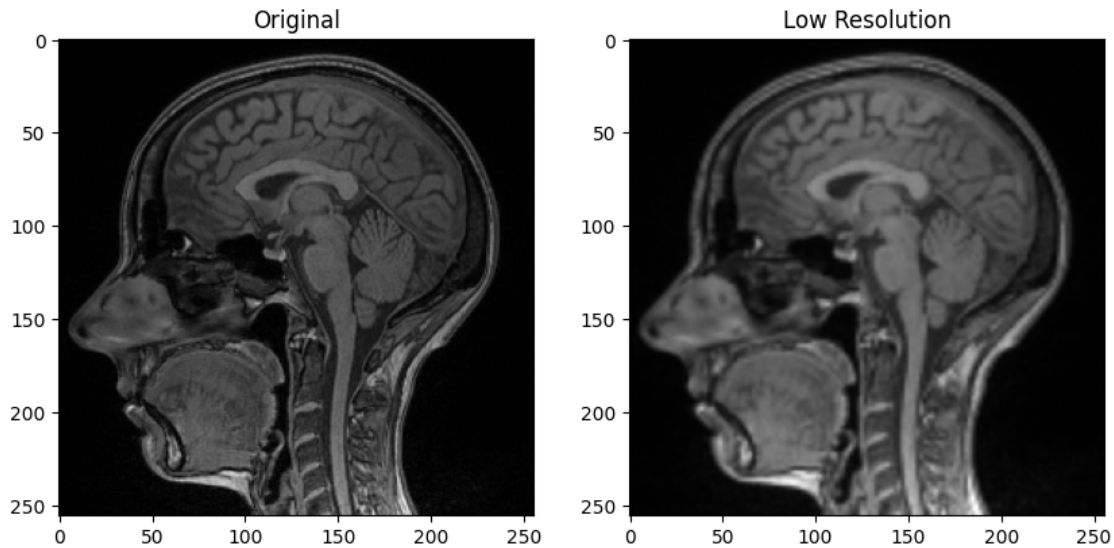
Ejemplo 1 de MRI con resolución original y resolución reducida.
